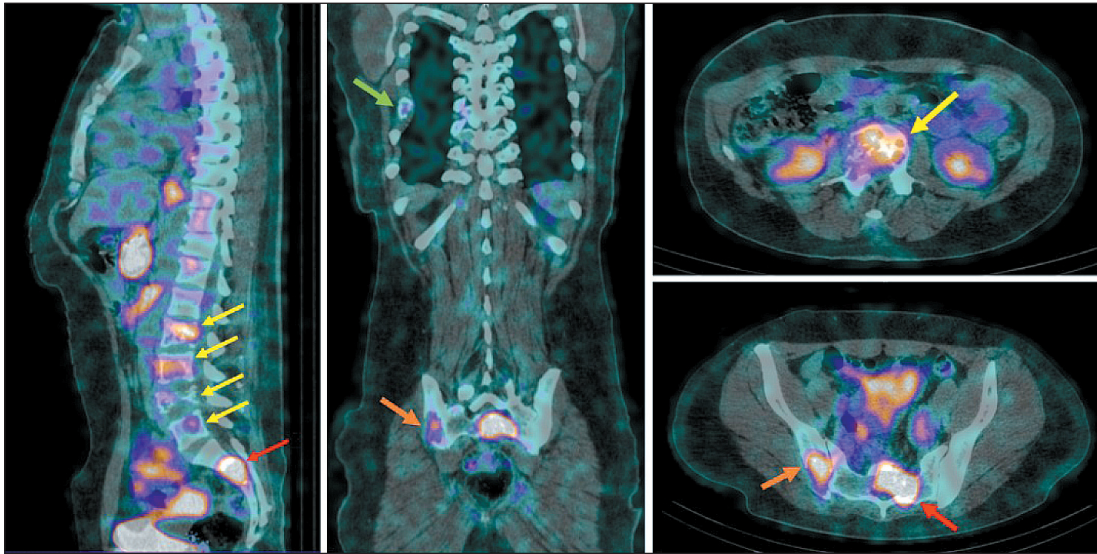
ОФЭКТ/КТ больной Д. через 2 ч после инъекции  $[^{99m}\text{Tc}]\text{Tc-DB8}$  в дозировке протеина 80 мкг. Стрелками отмечены участки гиперфиксации РФЛП в проекции тел LII-LV (желтая стрелка), S1-SII (красная стрелка), подвздошной и седалищной костей справа (оранжевая стрелка), заднего отрезка VII ребра справа (зеленая стрелка). Примечание: рисунок выполнен авторами
